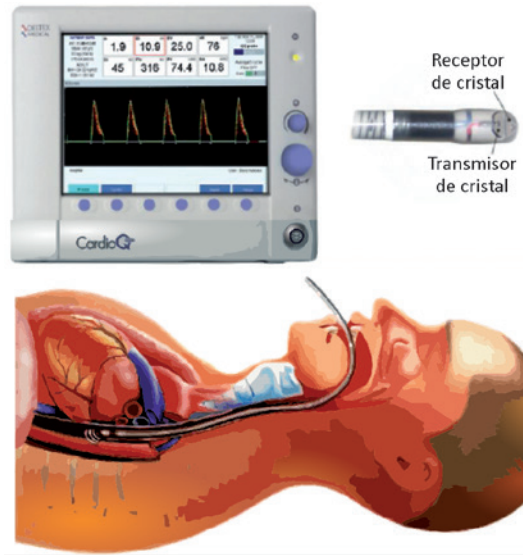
Sistema de monitoreo mediante Doppler esofágico.
